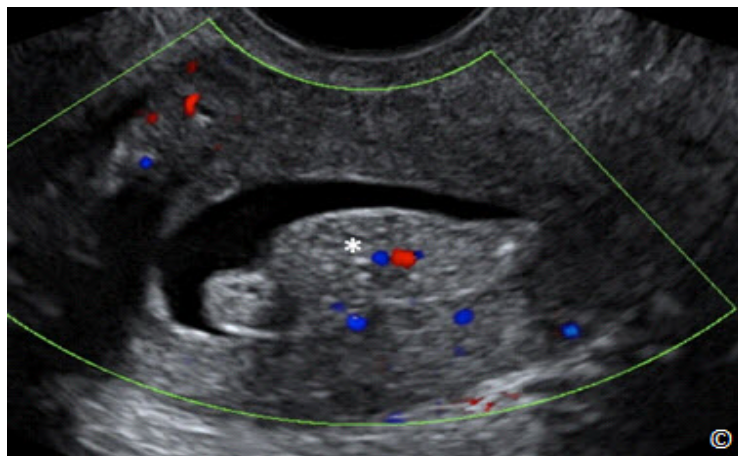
Sonohisterografía transvaginal con Doppler en color de un plano medio sagital del útero que muestra un pólipo endometrial (asterisco). Observe el aumento de la ecogenicidad del pólipo en comparación con el tejido miometrial.
